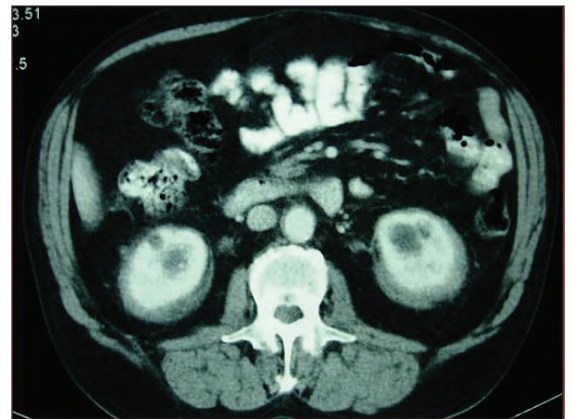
TAC abdominal: zona de densificação a envolver ambos os rins e planos adiposos no seu interior (imagem inferior)
